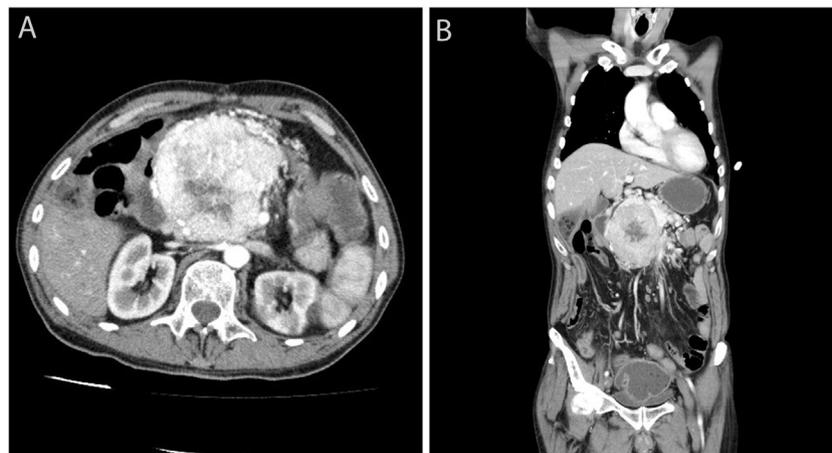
A) Corte transversal de la TAC que muestra tumor hipervascularizado, con necrosis central a nivel de la cabeza del páncreas, sugestivo de tumor neuroendocrino pancreático. B) Corte coronal de la TAC.
